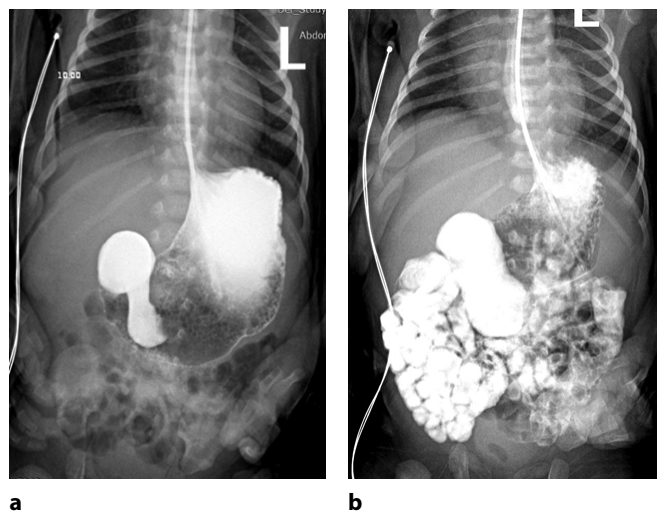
Рентгенограммы при контроле пассажа водорастворимого контрастного вещества по ЖКТ: выявлена расширенная часть duodenum, переходящая в суженную jejunum
